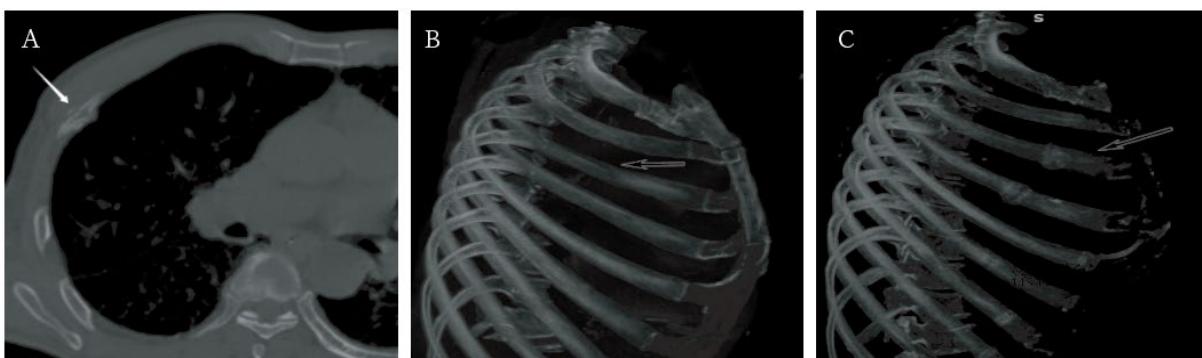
(A) CT scan one month after injury; (B) MIP image on the day of injury; (C) MIP image three months after injury
